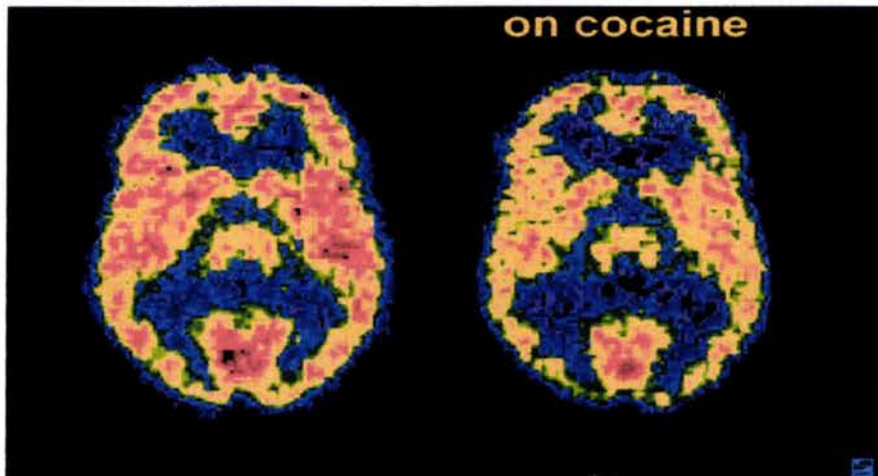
POSITRON EMISIÓN TOMOGRAPHY DEL CEREBRO EJEMPLIFICANDO CONSUMO DE GLUCOSA ⁹³
